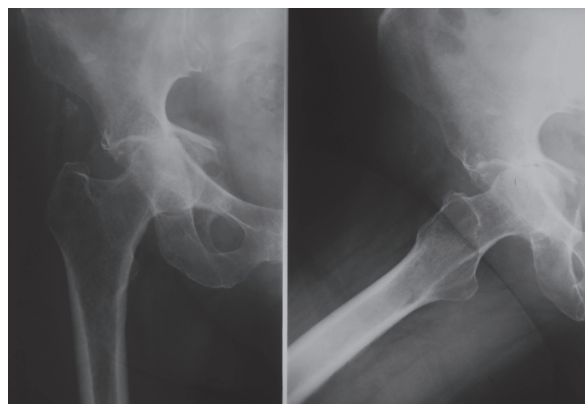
Рентгенограммы пациентки Б. застарелым переломом дна вертлужной впадины справа, протрузией головки бедра
